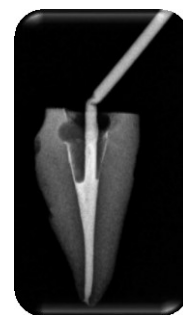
Radiografia da obturação com a técnica de cone único
